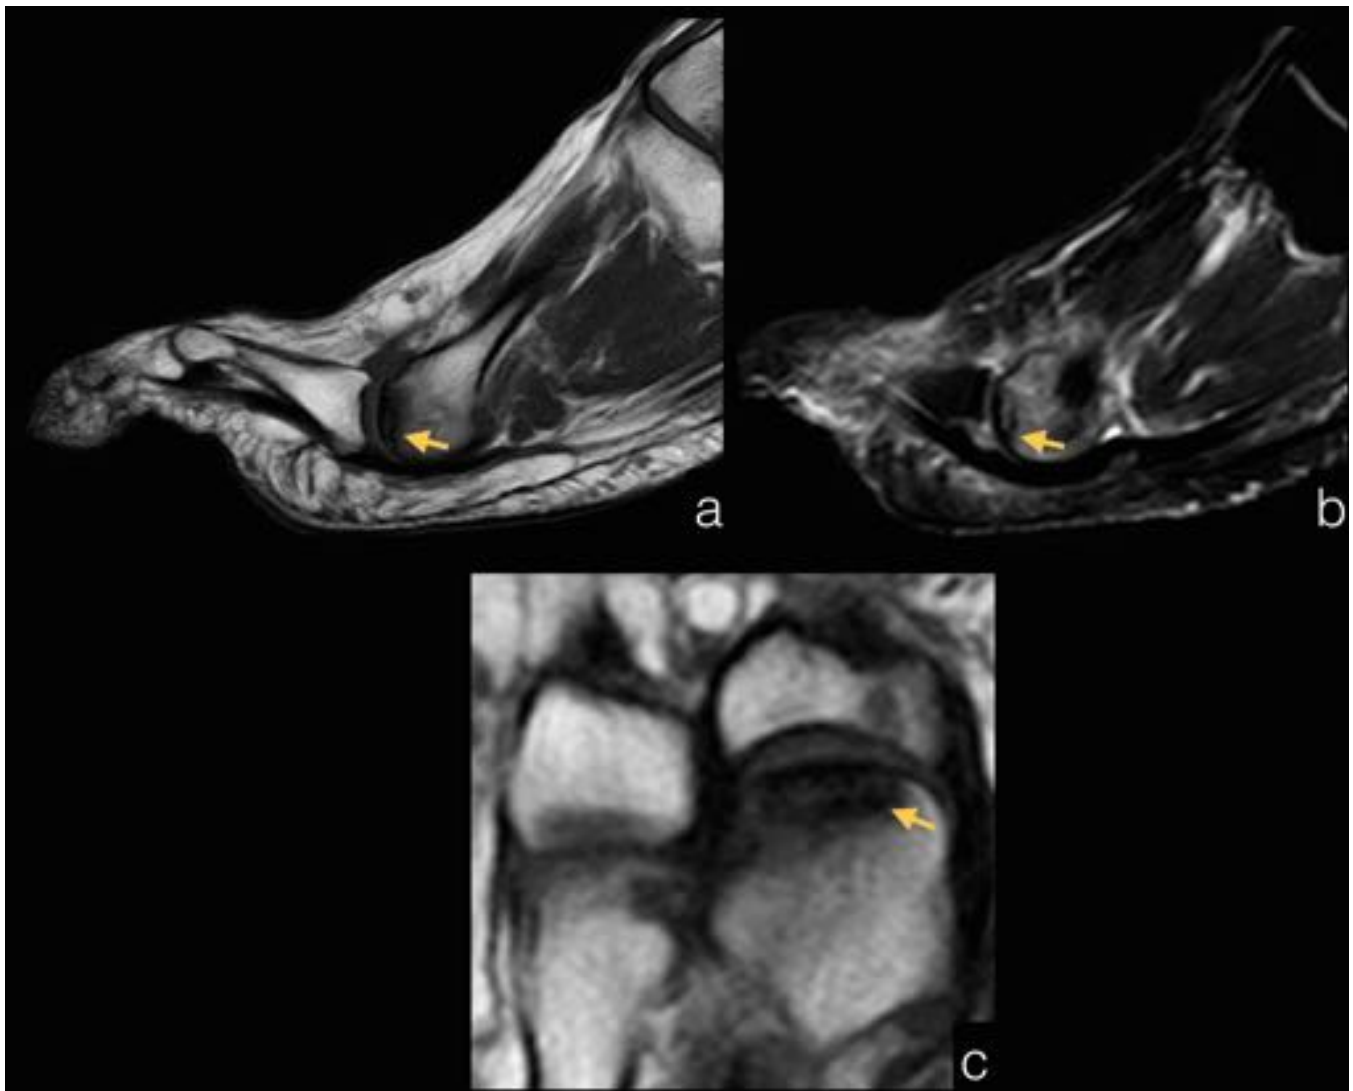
Enfermedad de Freiberg. Las imágenes de resonancia en plano sagital T1 (a) y axial T1 (c) muestran una disminución de la señal en la cabeza del segundo metatarsiano, con hiperseñal en secuencias DP-supresión grasa (b) secundario a edema óseo. Se observa un área subcondral hipointensa en todas las secuencias de pulso compatible con osteonecrosis (flechas).
